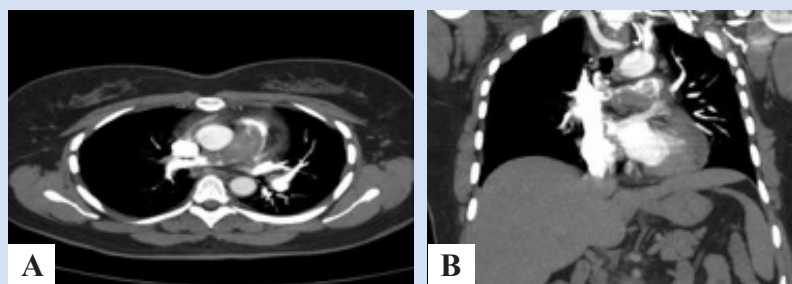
МСКТ-ангиопульмонография от 16.03.2020 после тромболитической терапии: А – МРР-реконструкция в аксиальной плоскости; В – МРР, МРР-реконструкция в сагиттальной плоскости
